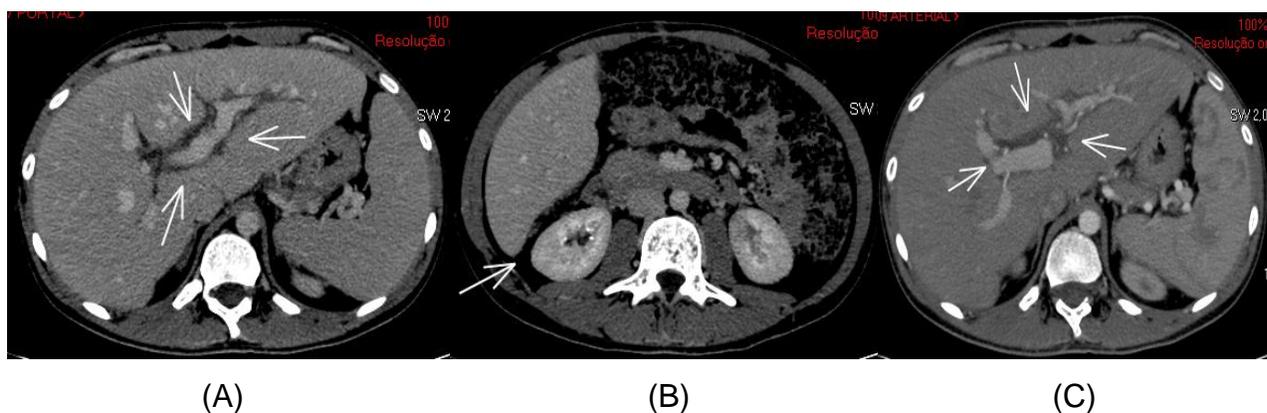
Tomografia computadorizada de abdômen, cortes axiais. (A) importante redução do espessamento tecidual infiltrativo do peritônio, persistindo em pequena quantidade junto ao ligamento falciforme, além da dilatação das vias biliares intra-hepáticas (C). (B) Redução do espessamento irregular do peritônio.
